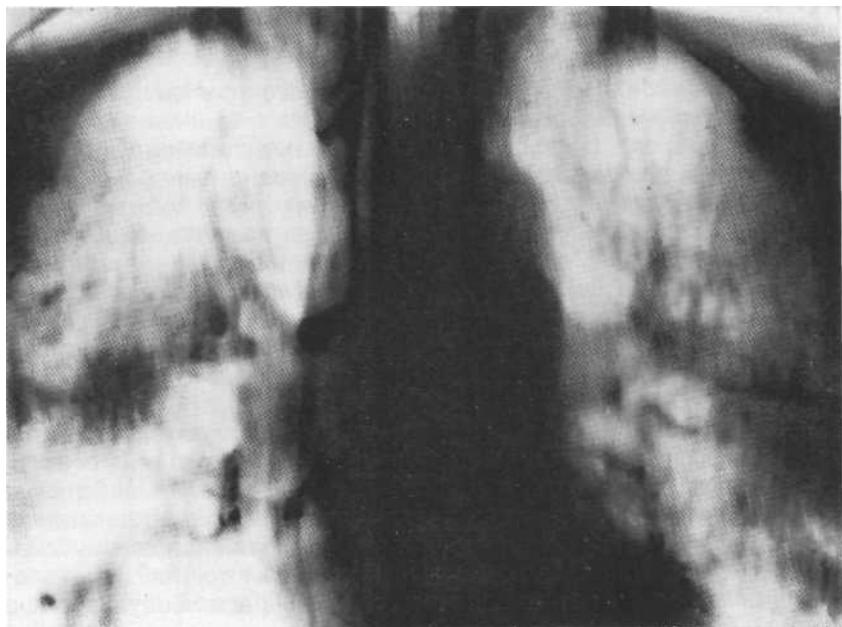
Обзорная рентгенограмма. Силикоз III стадии.
